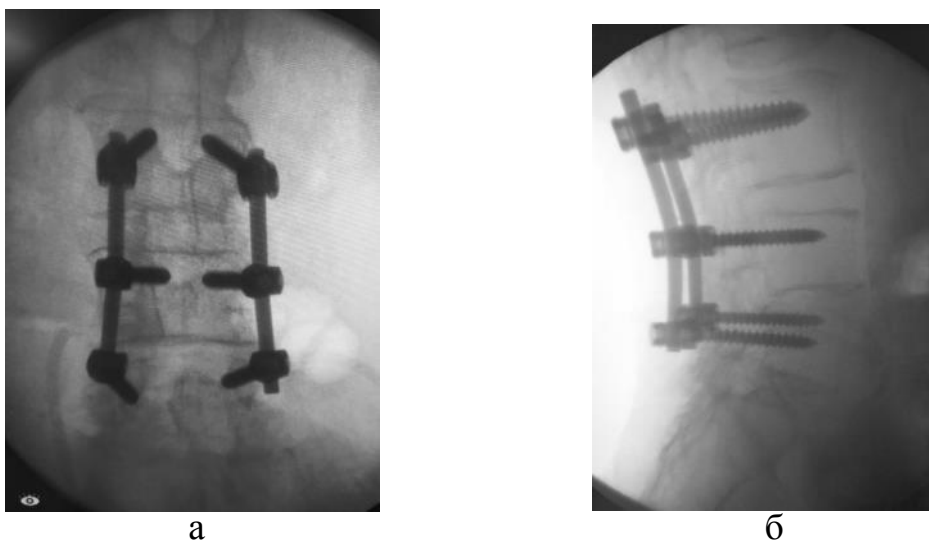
Фотовідбитки рентгенограм хворої К., 48 років, історія хвороби № 96218 після хірургічного втручання: Відкрите вправлення хребця L_{IV} , стабілізація сегментів L_{III} – L_{IV} – L_V транспедикулярною конструкцією. Декомпресія хребтового каналу з ламінектомією хребця L_{IV} . Задній аутоспондилодез: а) фас, б) профіль
